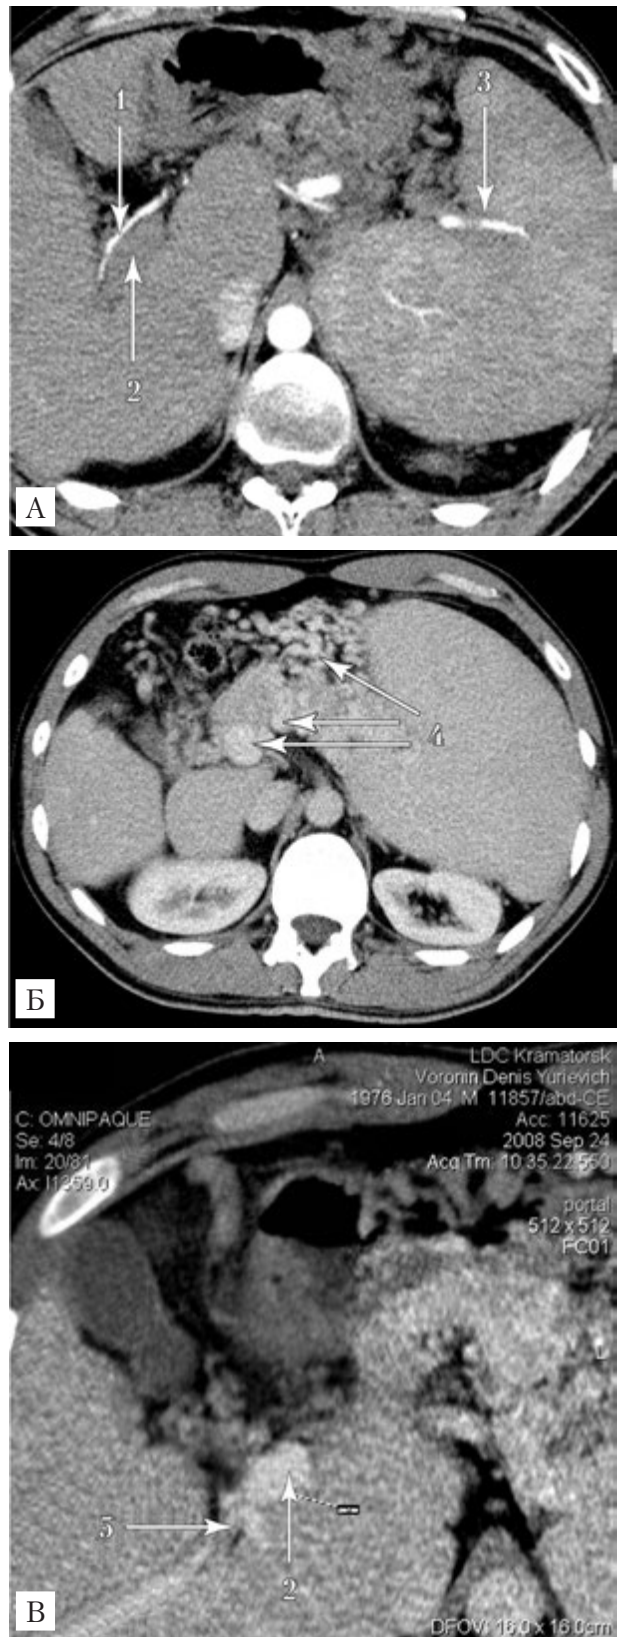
Результаты КТ органов брюшной полости с контрастным усилением больного В., 32 года: ранняя артериальная фаза (А); поздняя венозная фаза (Б); портально-венозная фаза (В). 1 — печеночная артерия; 2 — воротная вена; 3 — селезеночная артерия; 4 — варикозно расширенные вены; 5 — зона стеноза
